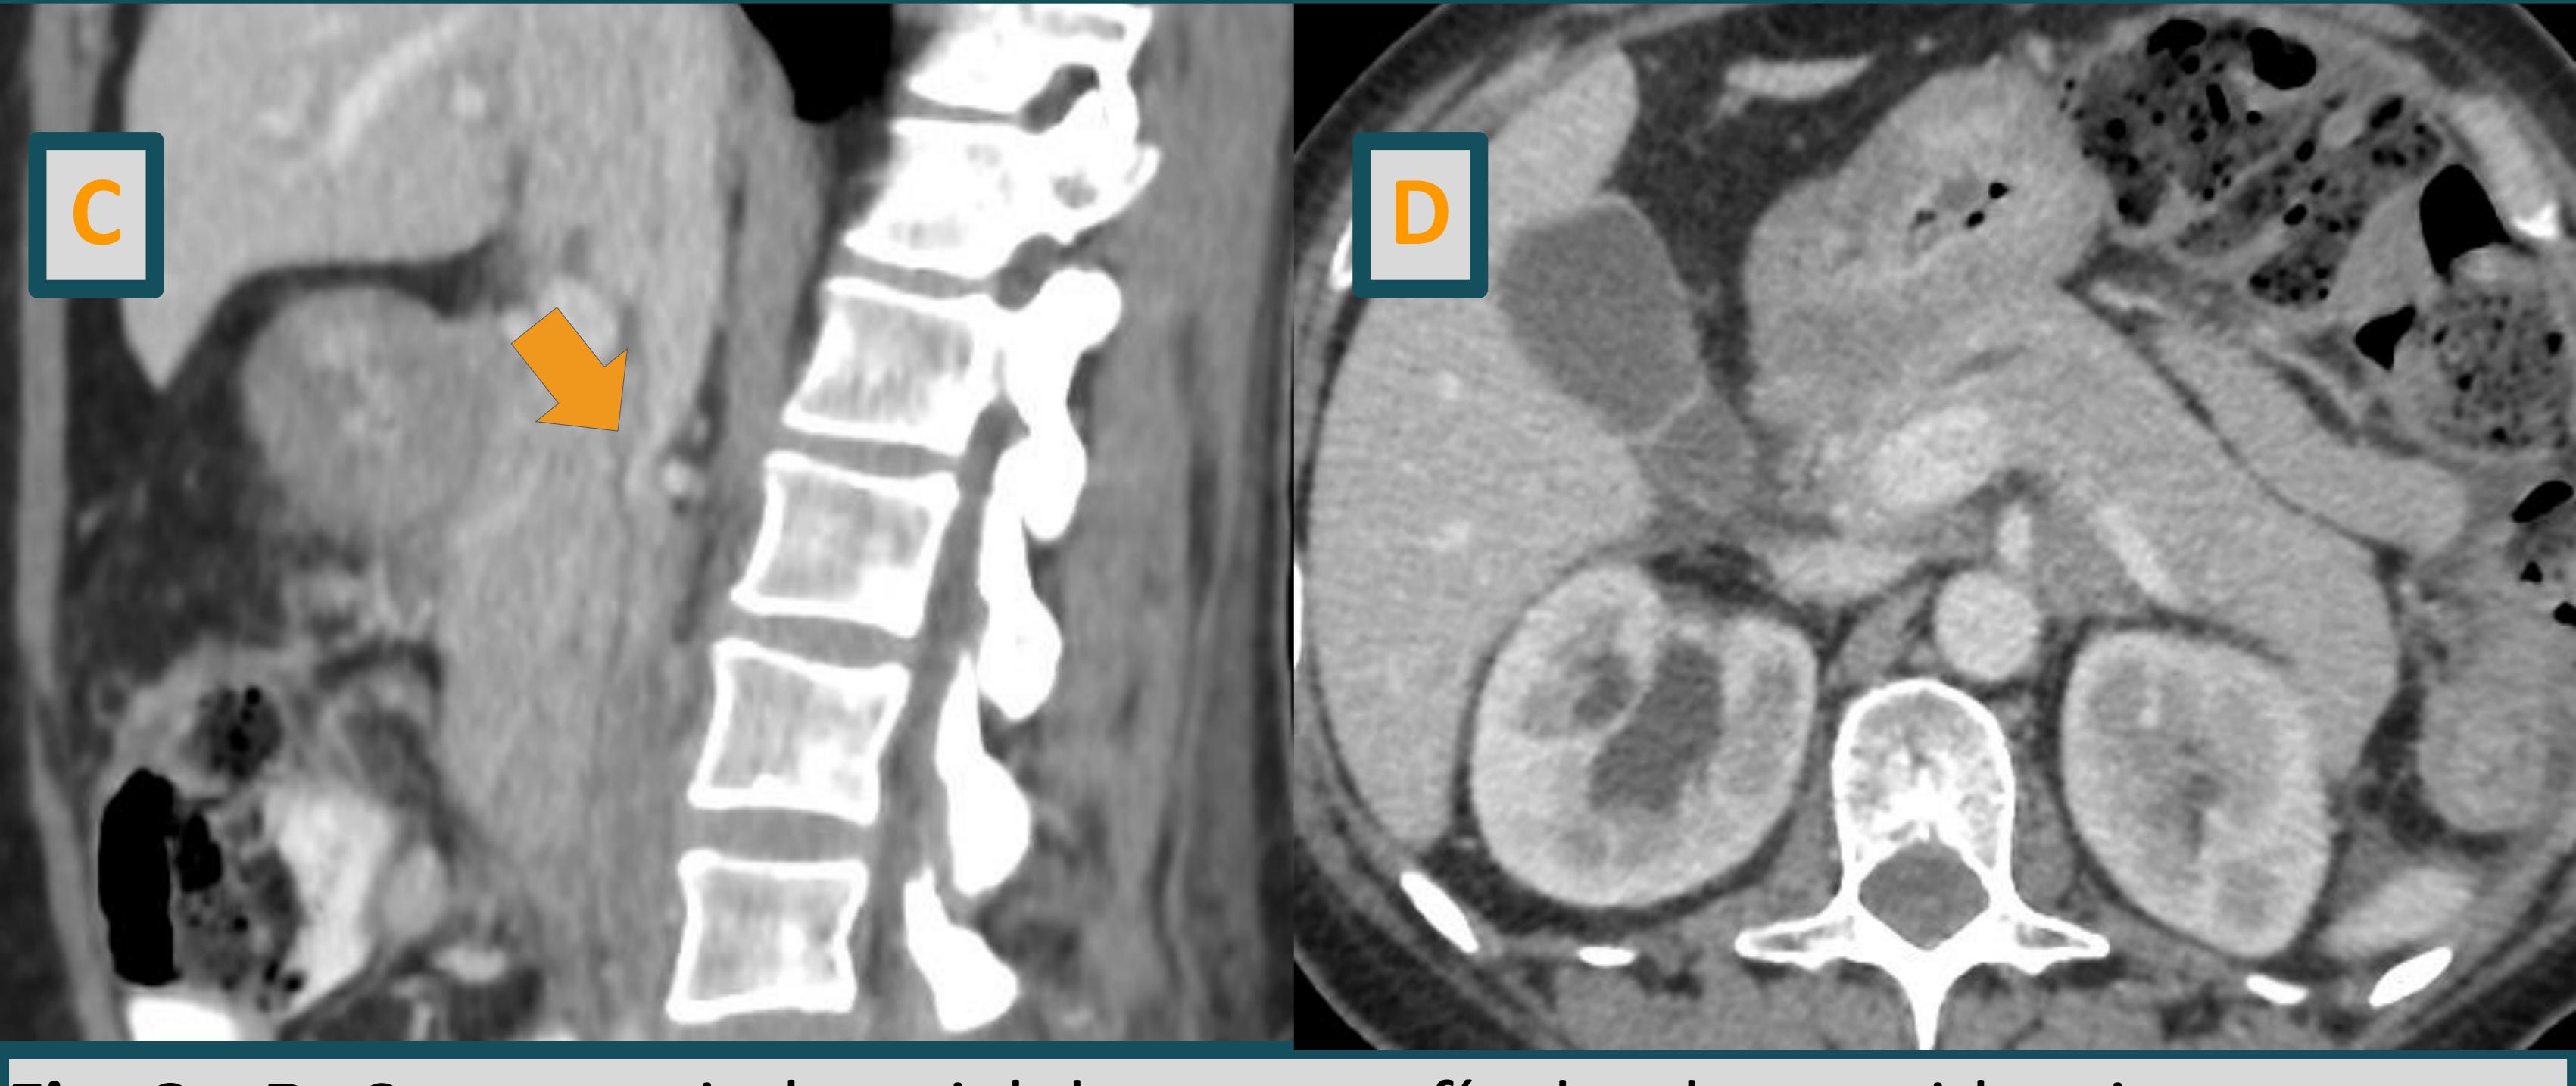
C y D: Cortes sagital y axial de tomografía donde se evidencia disminución de calibre de vena cava inferior y pasaje filiforme de contraste endovenoso.
